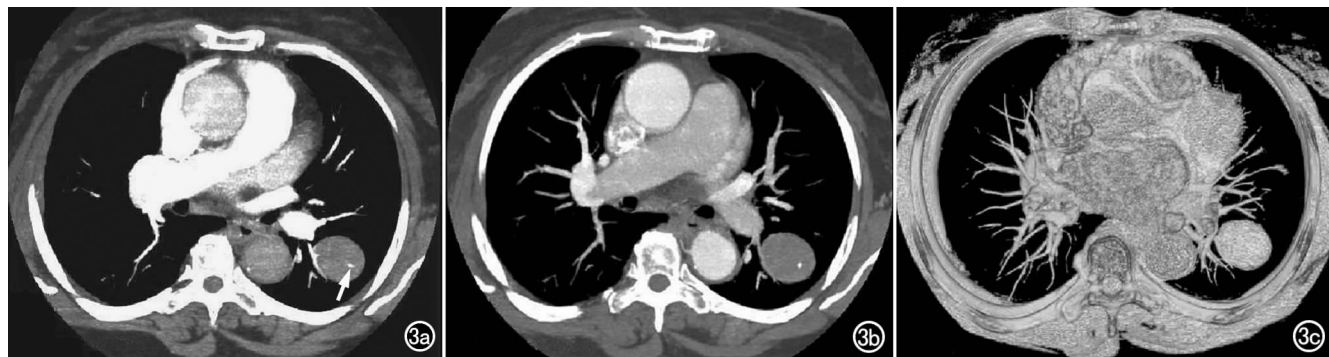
左肺下叶炎性假瘤。a) 肺动脉期 CT 增强扫描示病灶内可见一小点状钙化灶(箭),未见肿瘤血管显影,邻近肺动脉略受推移; b) 主动脉期 CT 增强扫描示病灶内未见肿瘤血管影; c) VR 重组图像显示病灶邻近的血管轻度受压移位。
